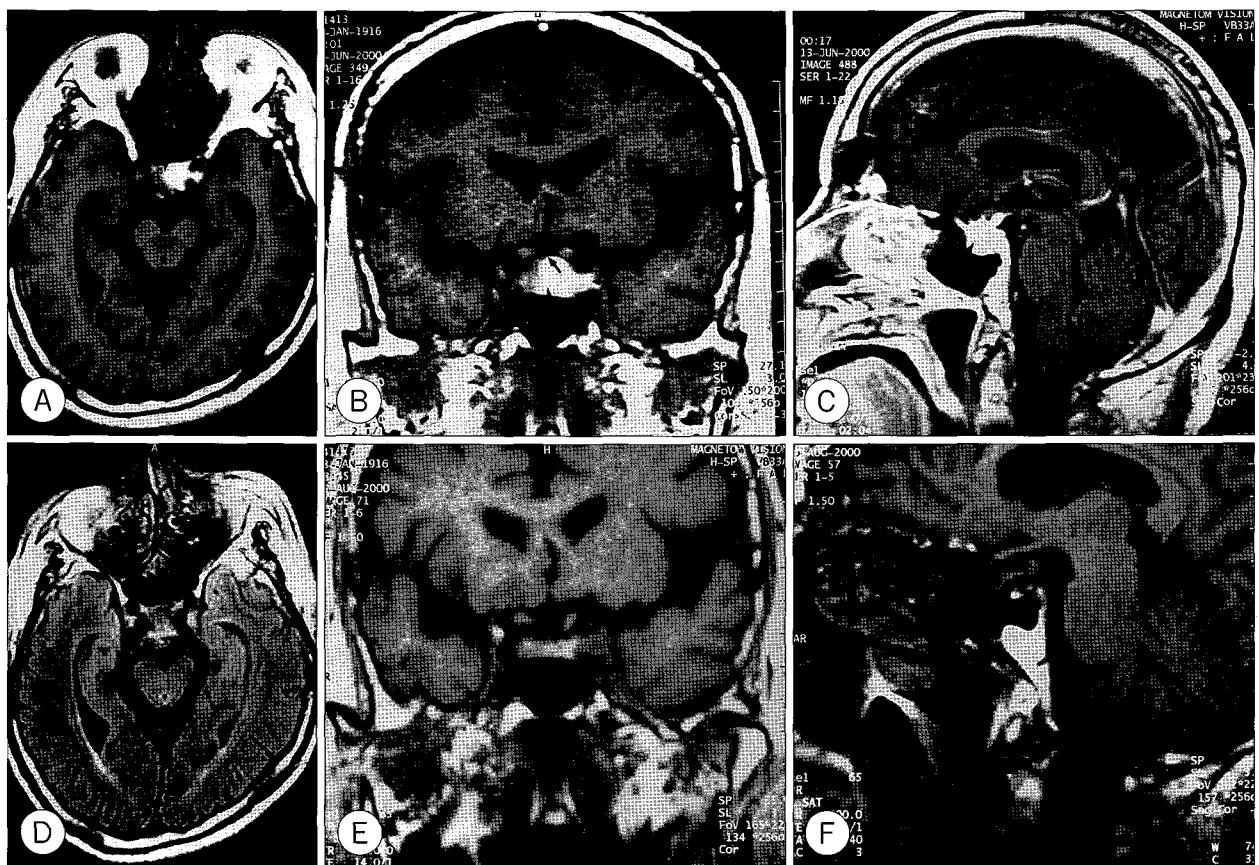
Axial (A,D) and coronal (B,E) and sagittal T-1 weighted (C,F) MR images at admission (A,B,C) and 2 months later (D,E,F). These images show intrasellar mass with hemorrhage focus (large arrow), which is extended to left cavernous sinus and suprasellar area abut on optic chiasm (small arrows). The follow-up MR images show spontaneous resolution of pituitary apoplexy (D,E,F).
